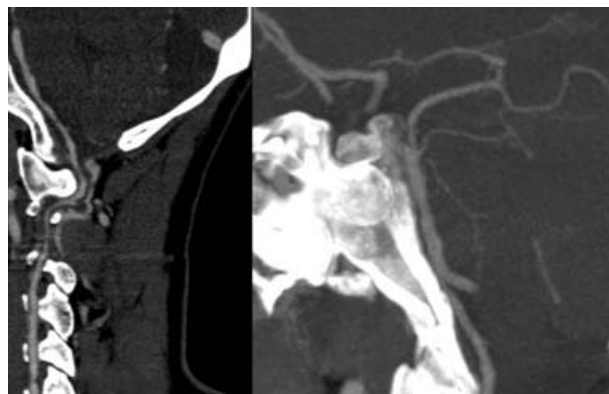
Angiotomografía que muestra la arteria vertebral izquierda displásica, y la imagen típica 'en cuenta de rosario' en dicha arteria y la arteria basilar.
